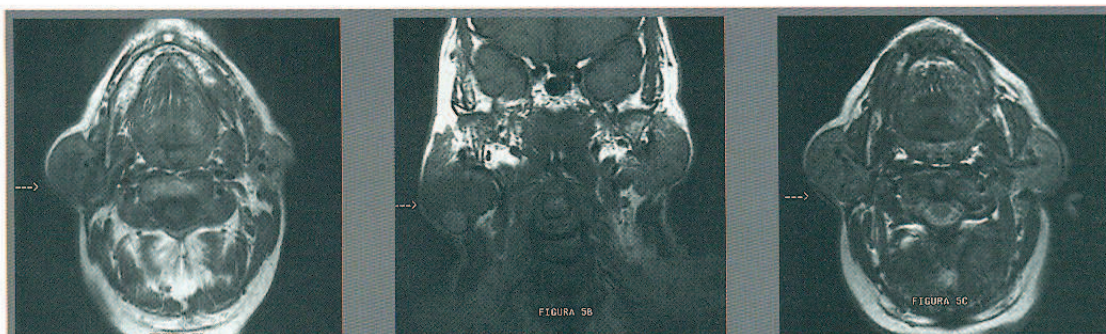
Imagen por resonancia magnética de adenocarcinoma de parótida derecha. A: plano axial. Secuencia ponderada T₁; B: plano coronal. Secuencia ponderada T₁; C: plano axial. Secuencia ponderada T₂.
